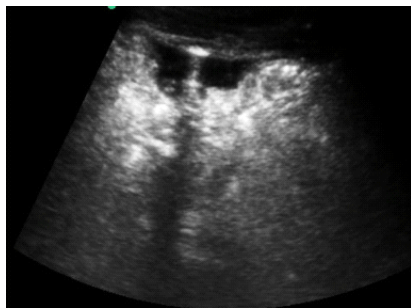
№91. Пневмоперитонеум. На УЗИ скопление «грязной жидкости» с ярким пузырьком свободного газа.
